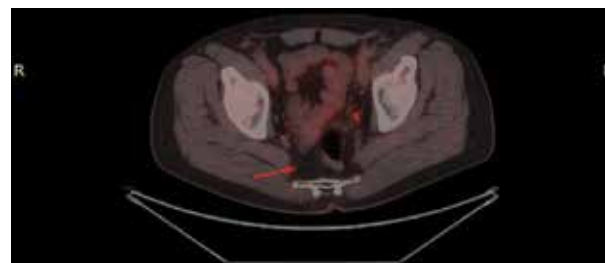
ПЭТ/КТ от 14.02.2023
